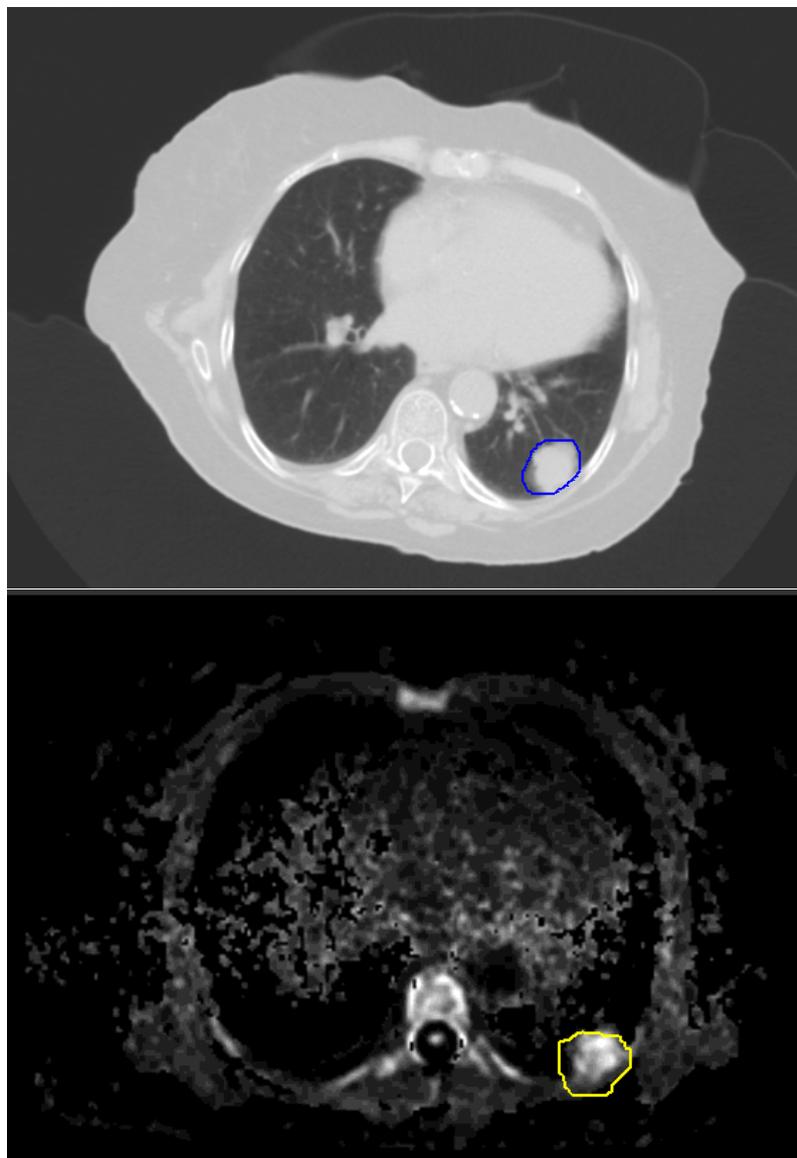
Fall 1: CT Lungenfenster und DWI
